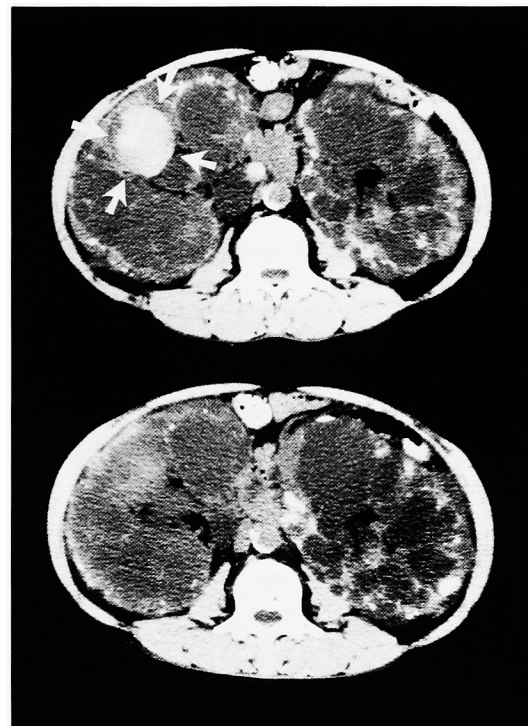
(a) Abdominal CT (upper) shows hemorrhage into a right renal cyst (indicated by white arrows). (b) Abdominal CT (lower) on 22nd day after right TRAE shows disappearance of hemorrhage from a right renal cyst, and 19% increase in size of the left kidney.
